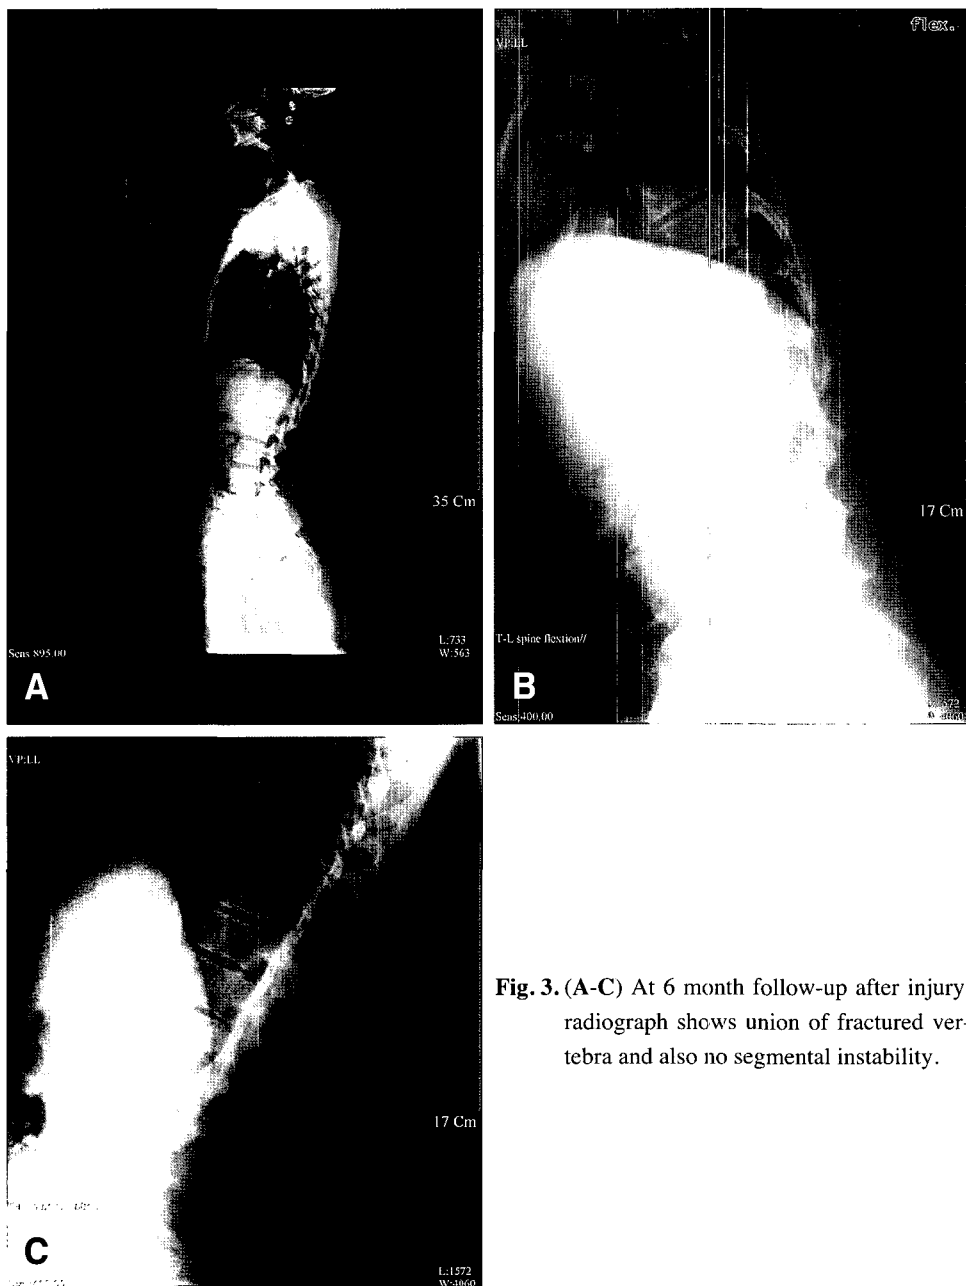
(A-C) At 6 month follow-up after injury, radiograph shows union of fractured vertebra and also no segmental instability.
